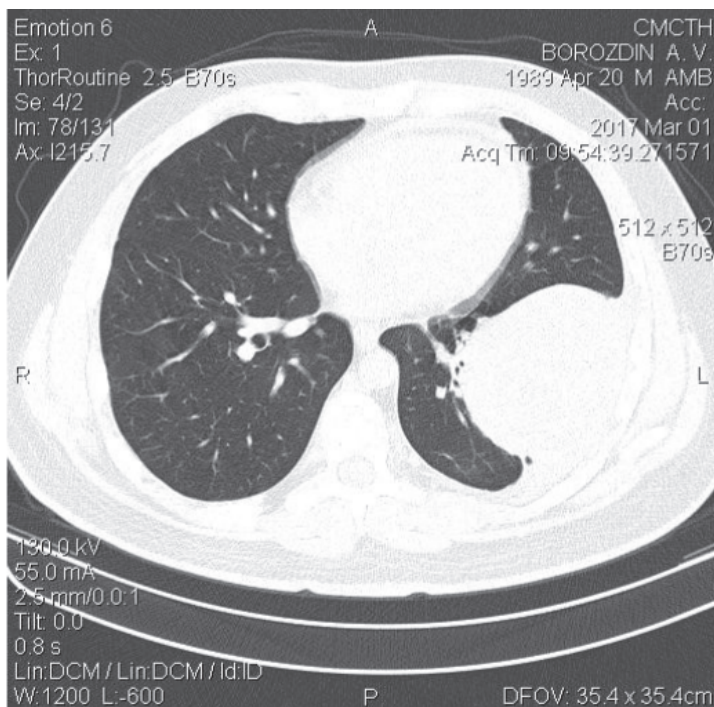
Компьютерная томограмма больного Б. Образование в левой плевральной полости
